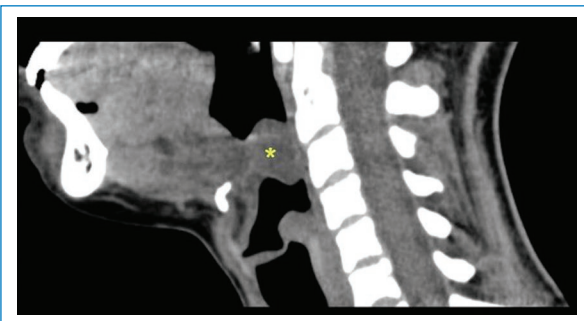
TC corte sagital sin contraste - Imagen de densidad líquida de bordes definidos (*) en región valecular con crecimiento hacia la columna de aire.
